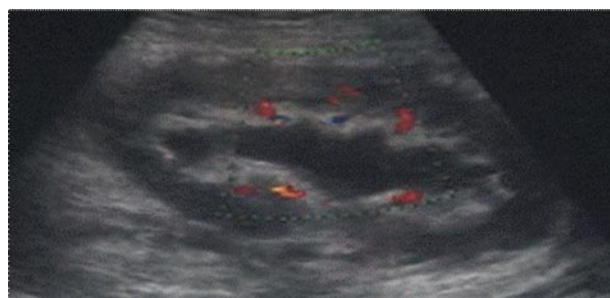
Eco-doppler. Hidronefrosis del injerto renal.
